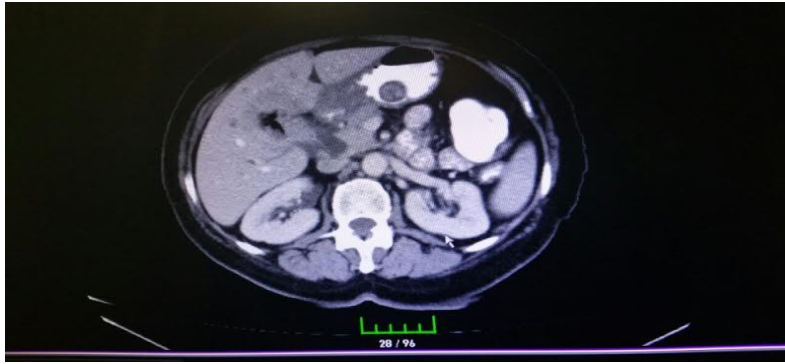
Karaciğer hilusundaki yoğunluk artımı (bilgisayarlı tomografi görüntüsü)
